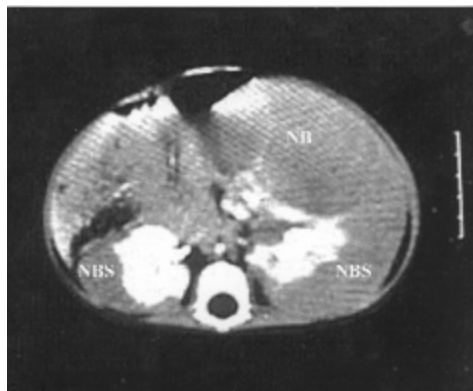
TDM après injection de produit de contraste :
